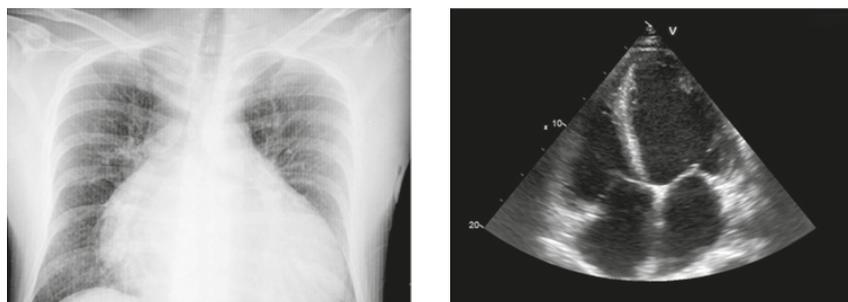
Izquierda: radiografía de tórax con cardiomegalia. Derecha: ecocardiograma compatible con una miocardiopatía dilatada.
